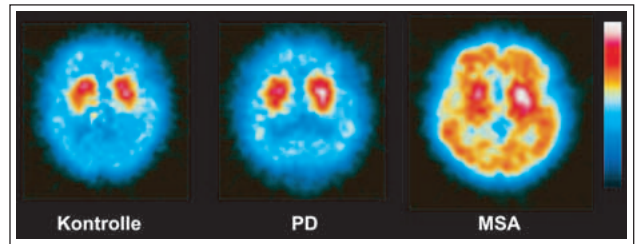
IBZM-SPECT bei einer gesunden Kontrolle, einem Patienten mit rechtsseitigem M. Parkinson und MSA. Kommaförmige Darstellung des Striatums bei der Kontrolle, linksseitige Up-Regulation bei Hemiparkinson rechts, starke Reduktion der striatalen Bindung mit scheinbar verstärkter unspezifischer Bindung im Kortex (Skalierungseffekt) bei MSA. Axiale Schichten auf Höhe der maximalen Bindung im Striatum. © W. Pirker, Universitätsklinik für Neurologie, Wien.
